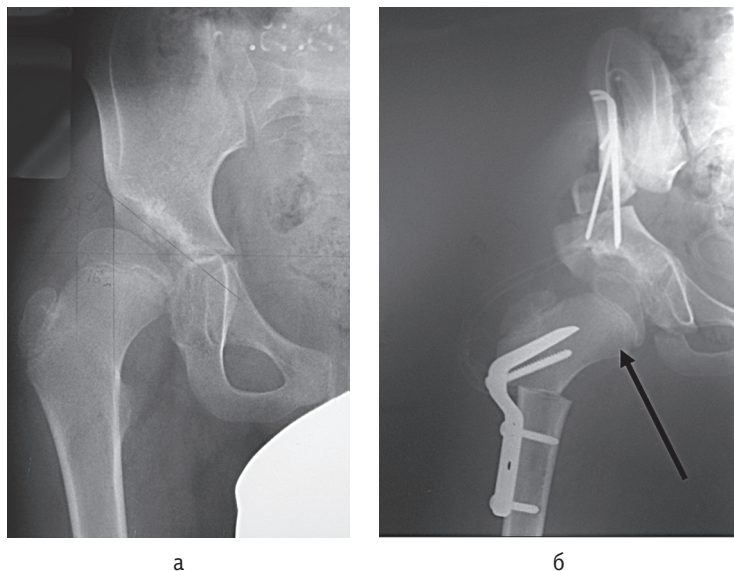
Рентгенограммы пациента 3., 10 лет, с диагнозом «дисплазия левого тазобедренного сустава, подвывих левого бедра»: а — до операции; б — непосредственно после операции (стрелкой указана локализация остеотомии седалищной кости)
